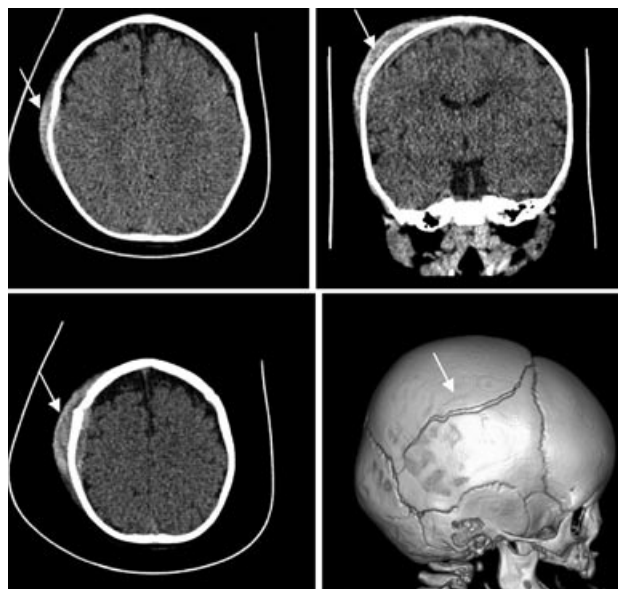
Компьютерные томограммы головы пациента 8 мес с переломом теменной кости и обширной поднадкостничной гематомой.
